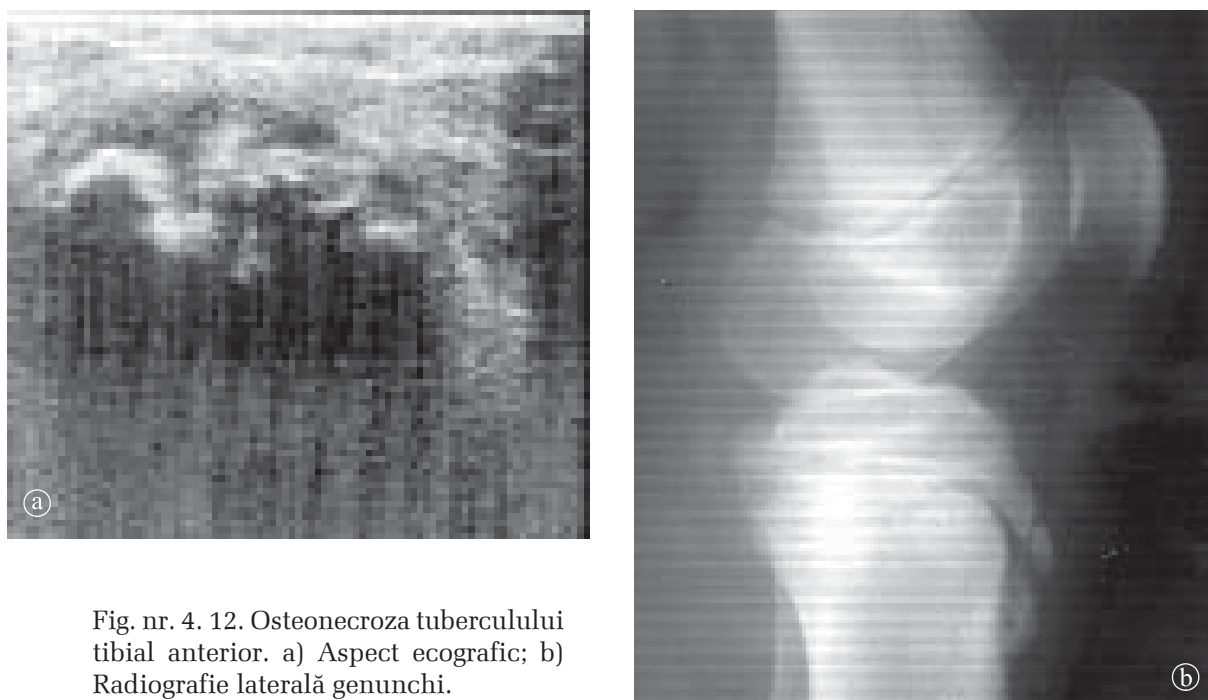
12. Osteonecroza tuberculului tibial anterior. a) Aspect ecografic; b) Radiografie laterală de genunchi.
